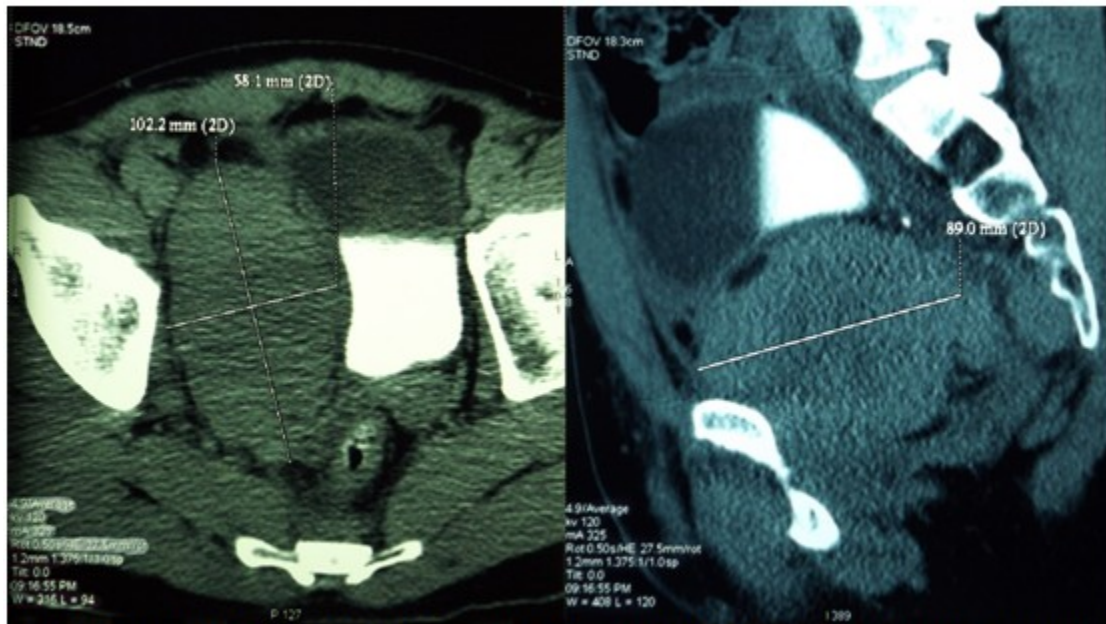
Tomografía axial computarizada de hueso pélvico, contrastada en fase de eliminación, que muestra hematoma paravesical de 10,2 x 5,8 x 8,9 cm.
